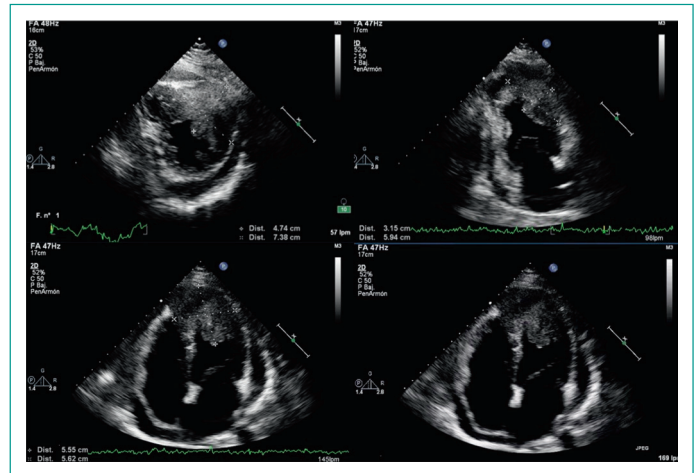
Ecocardiograma transtorácico: Lesión biventricular (55 x 60mm) y derrame pericárdico global sin repercusión hemodinámica.
